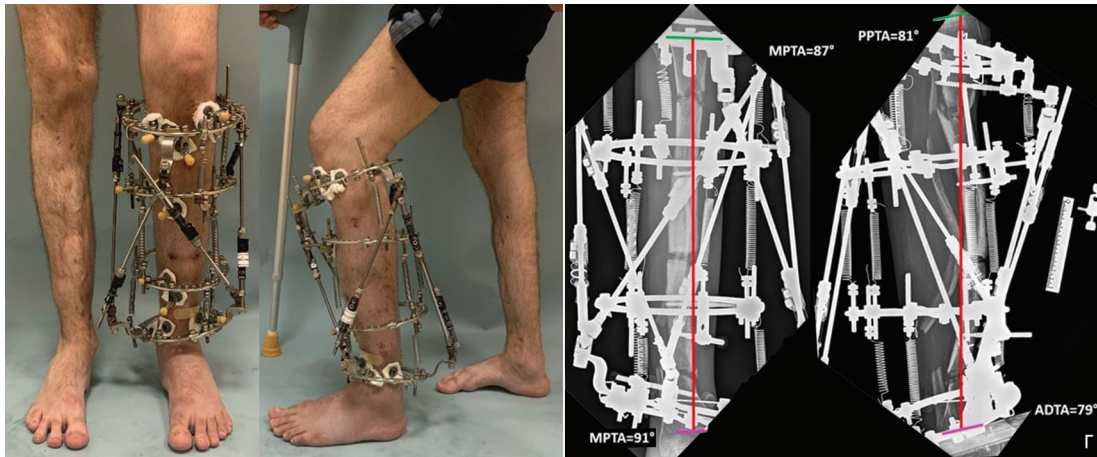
(продолжение). Клинический пример реализации «пружинной» техники при трёхвершинной деформации голени: г — фото пациента и его рентгенограммы на момент окончания коррекции
